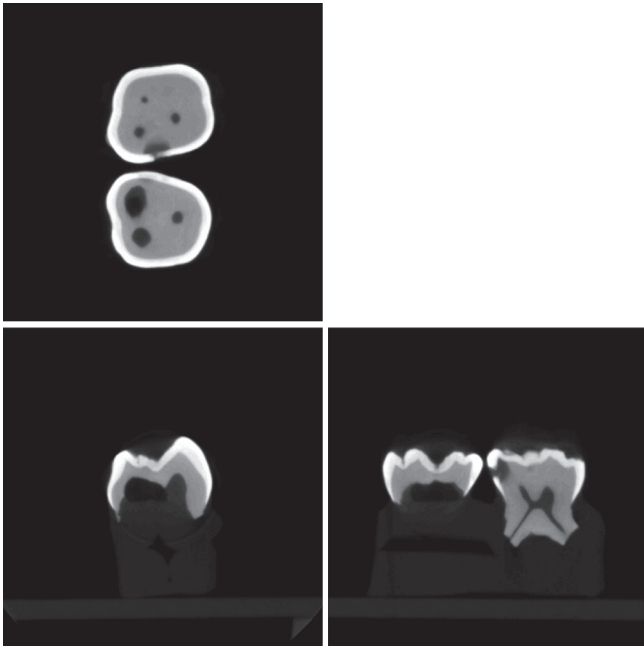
Axial, coronal, and sagittal view of micro-CT radiography for the assessment of dental caries in primary molar.
